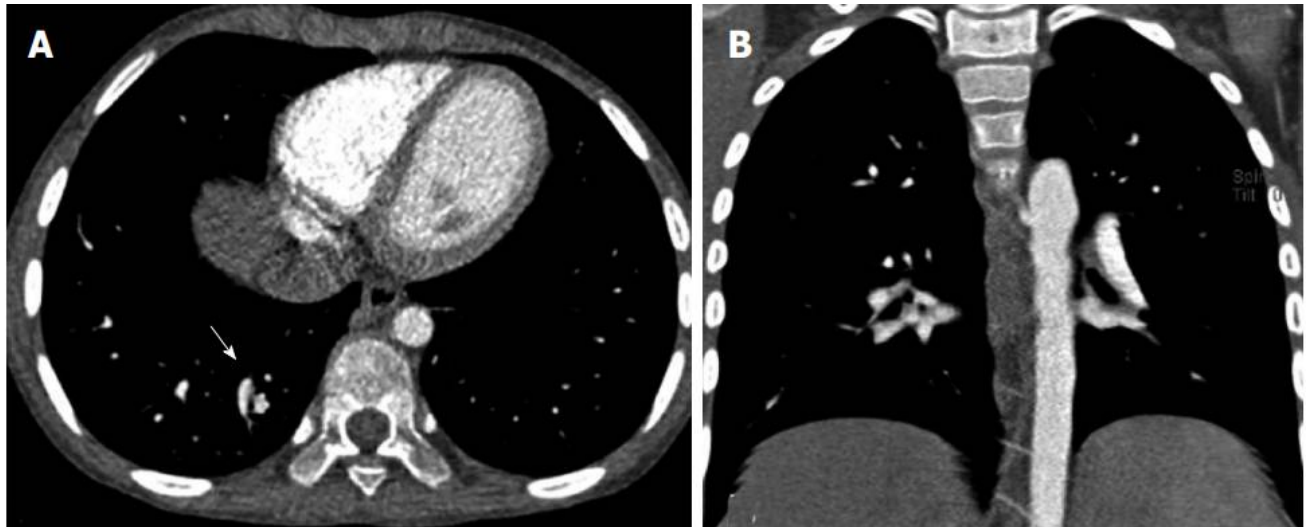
Images de TDM thoracique coupe axiale (A) et coronale (B) montrant une communication anormale entre les branches de l'artère et de la veine pulmonaires dans le lobe inférieur droit (flèches) en rapport avec une MAVP.[29]
